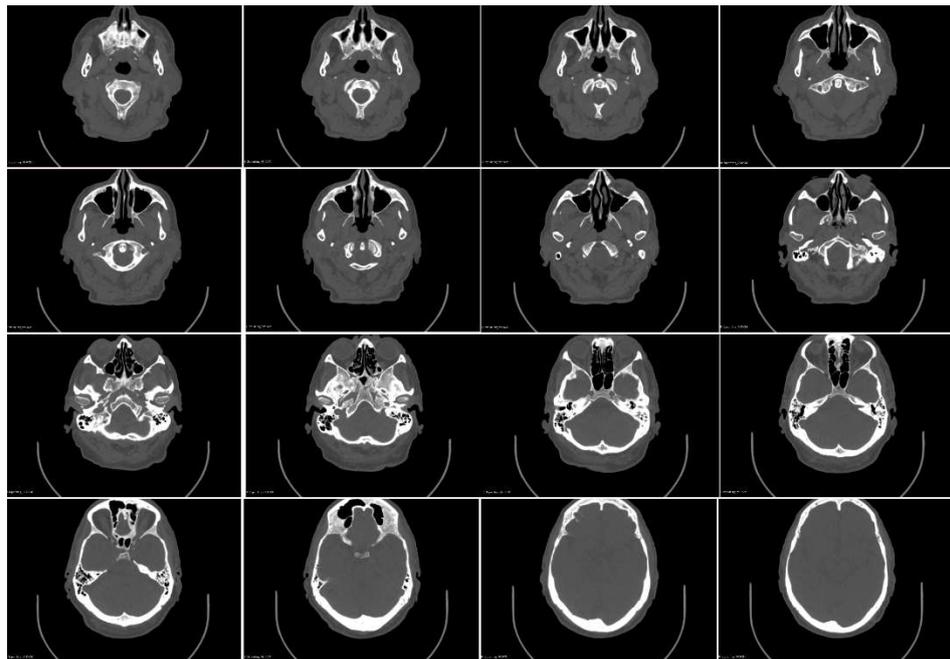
20. Imágenes de TC de base de cráneo. Cortes axiales.
